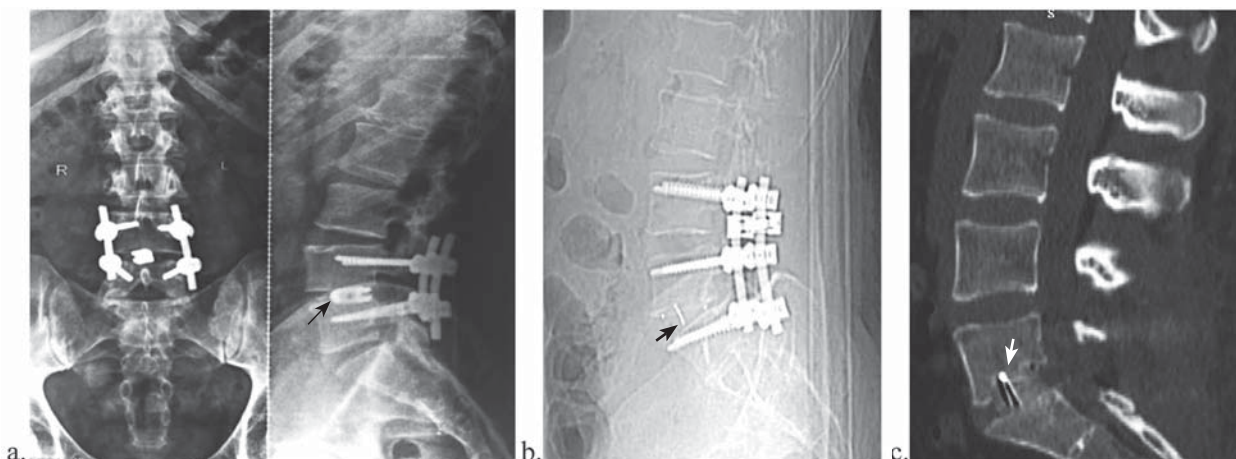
a. Fuziune intervertebrală transforaminală L4-5 bilateral realizată cu cușcă din titan; b. Fuziune TLIF L3-4-5 cu cușcă din PEEK la L5-S1; c. Demonstrarea fuziunii intervertebrale la CT.
